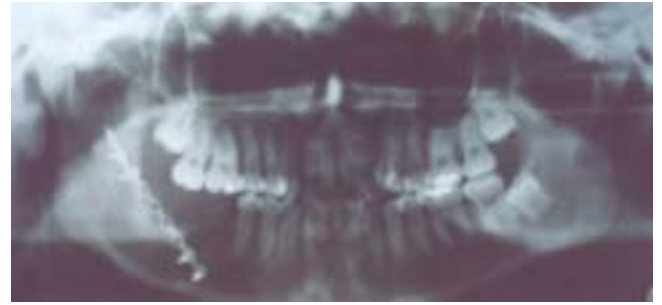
Ortopantomografía posoperatoria que muestra la barra de fijación rígida.
